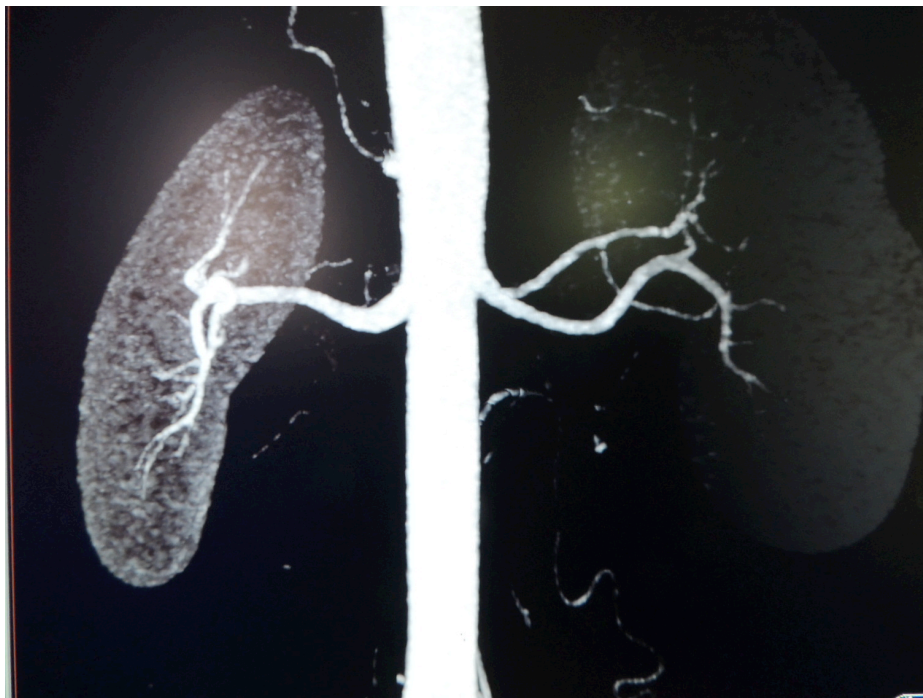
Arterias renales múltiples en riñón izquierdo. Imágenes obtenidas de Angio uro tomografía de 64 cortes con reconstrucción urinaria y vascular. (Estudio radiológico pre trasplante en donador vivo como parte de protocolo de estudio.
